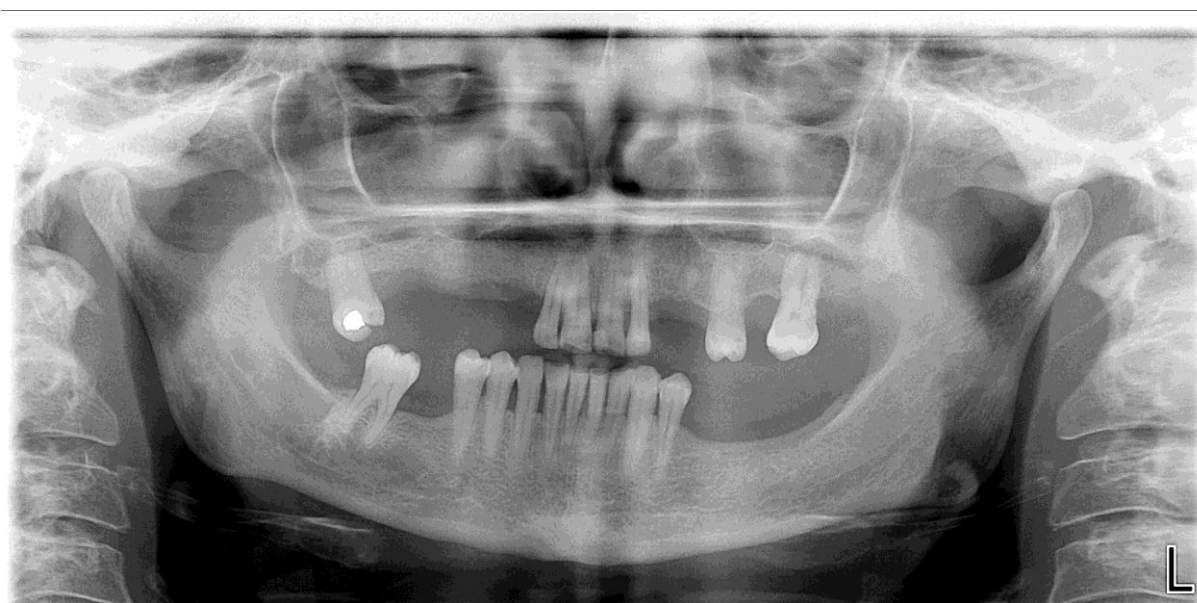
Ortopantomografia 23/02/2012
